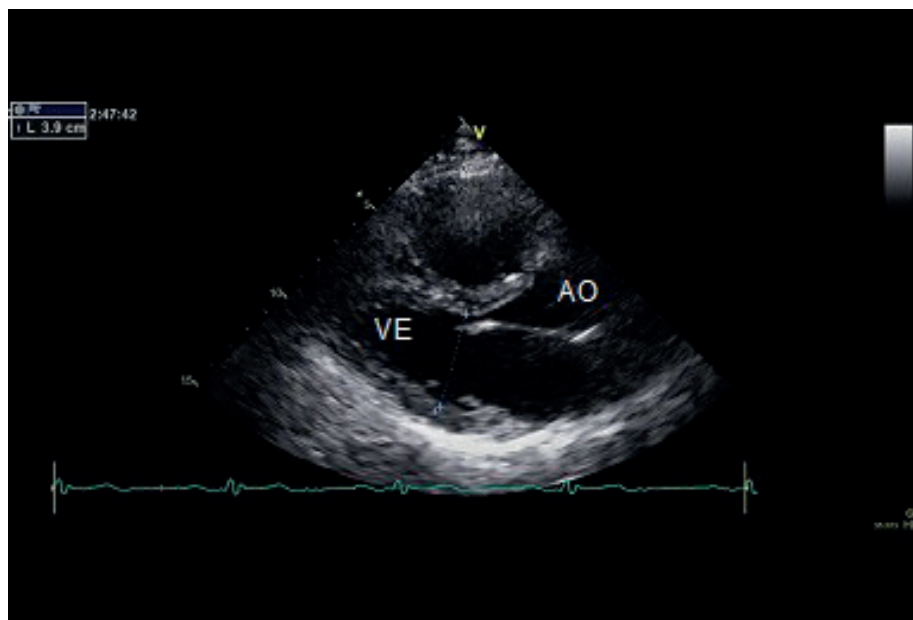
Medida linear interna do VE a partir da projeção para esternal eixo longo, segundo a Sociedade Americana de Ecocardiografia<sup>40</sup>
